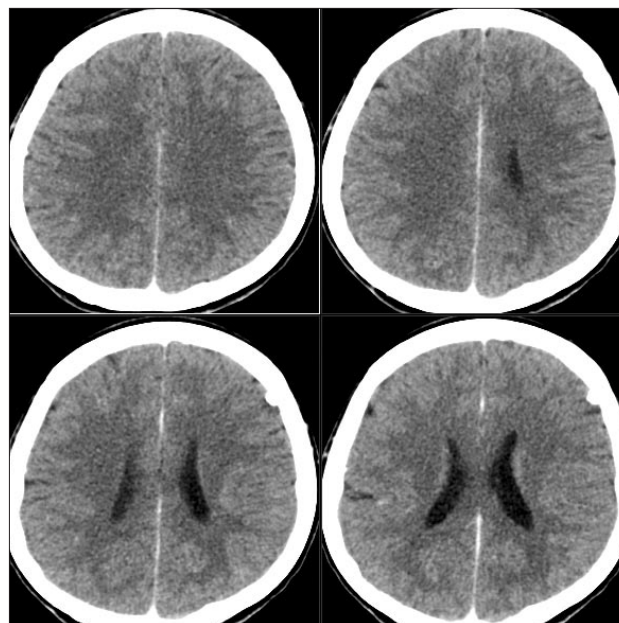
Компьютерная томограмма в тканевом режиме. В лобной области слева, в проекции венечного шва видна патологическая ткань костной плотности, сливающаяся с внутренней корковой пластинкой кости.
